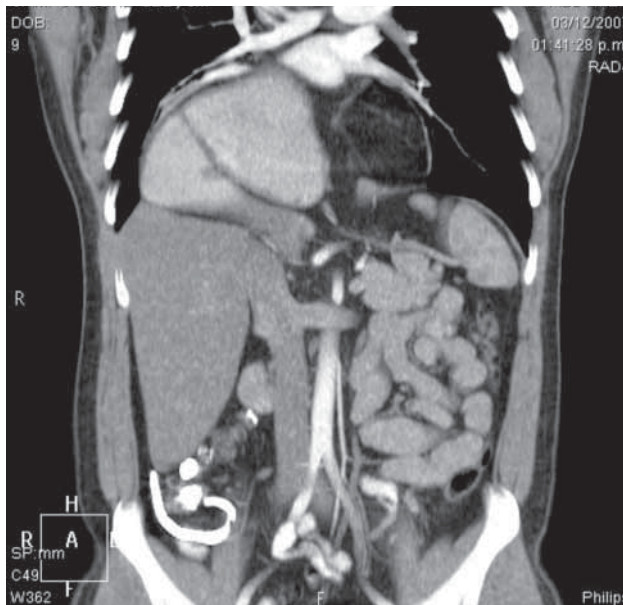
TAC de tórax y abdomen completo preoperatoria.
